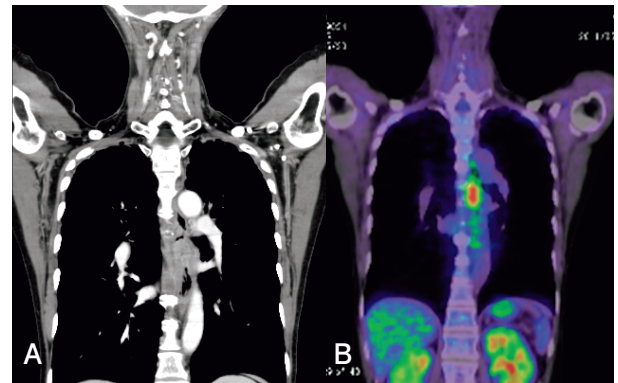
造影CT検査(A)とFDG-PET検査(B)
